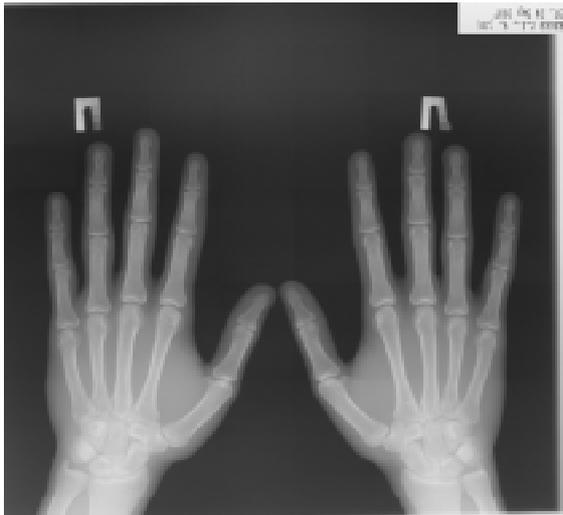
Рентгеноостеоденситометрія кінцівок осіб контрольної групи з використанням клин-еталону
